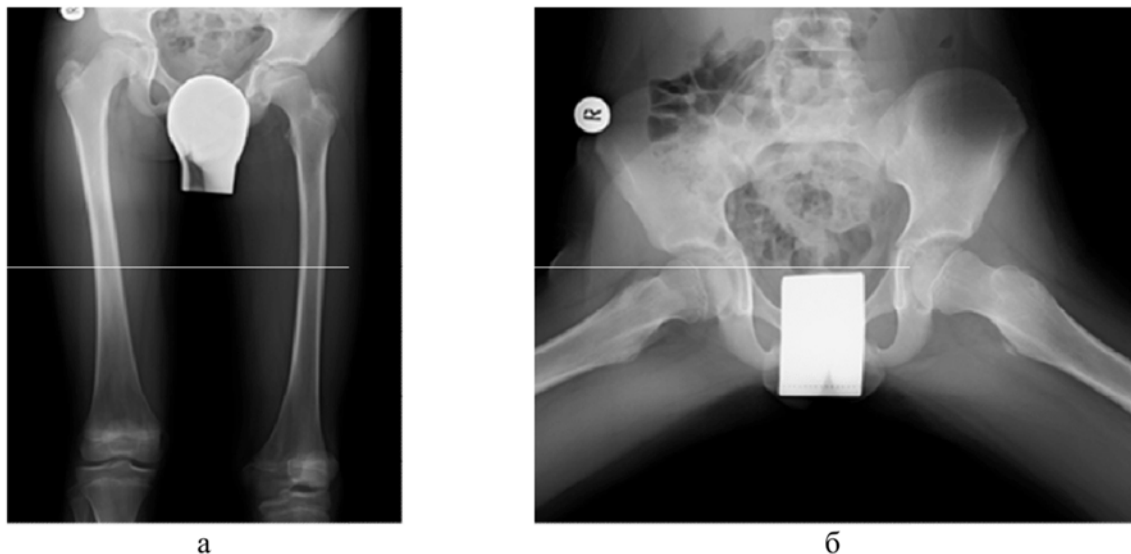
Контрольные рентгенограммы таза и бедренных костей в прямой проекции (а) и в проекции по Лаунштейну (б): деструктивных изменений костей не выявлено, регионарный остеопороз левой бедренной кости
